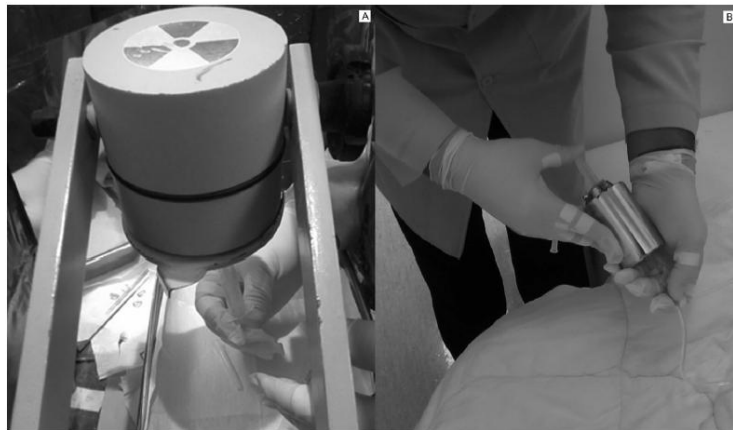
Medical staff during preparation (A) and injection (B) in PET.
